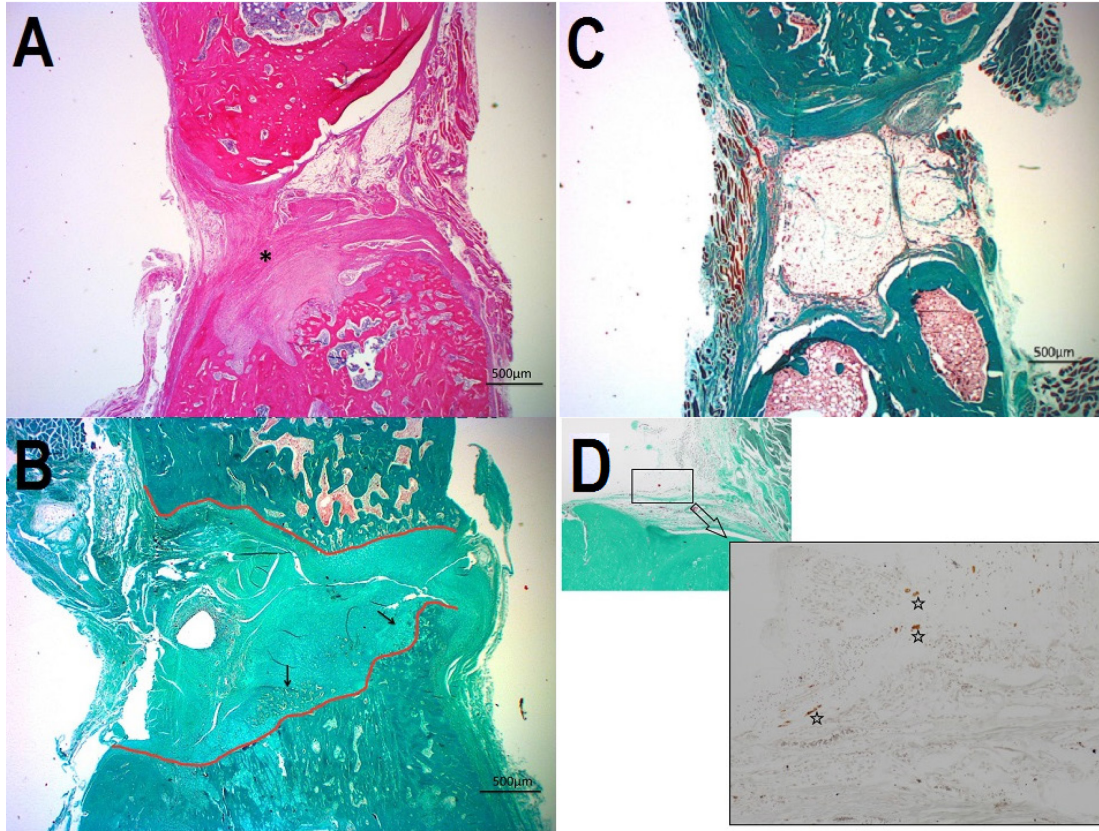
Pytlík R, 2017. příklady dobrého a horšího hojení v experimentálních a kontrolních kohortách dle RTG. A - 8-týdenní experimentální kohorta, B - 8-týdenní kontrolní kohorta, C - 16-týdenní experimentální kohorta, D - 16-týdenní kontrolní kohorta.
